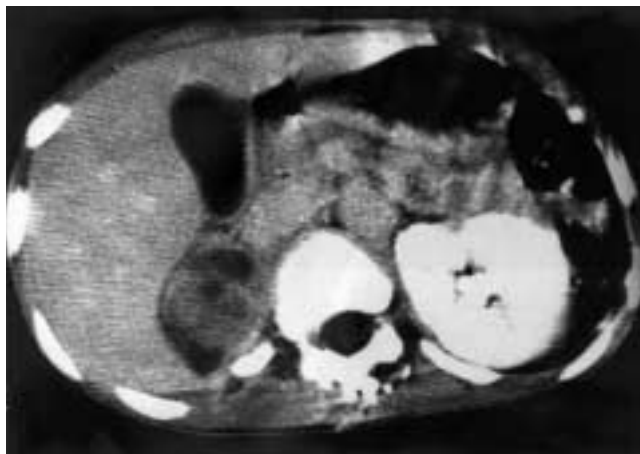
Imagen de TAC donde se observa en la parte izquierda de la fotografía el hígado y a su derecha la masa tumoral hipodensa que no capta contraste. El riñón izquierdo (a la derecha de la fotografía) es normal.
